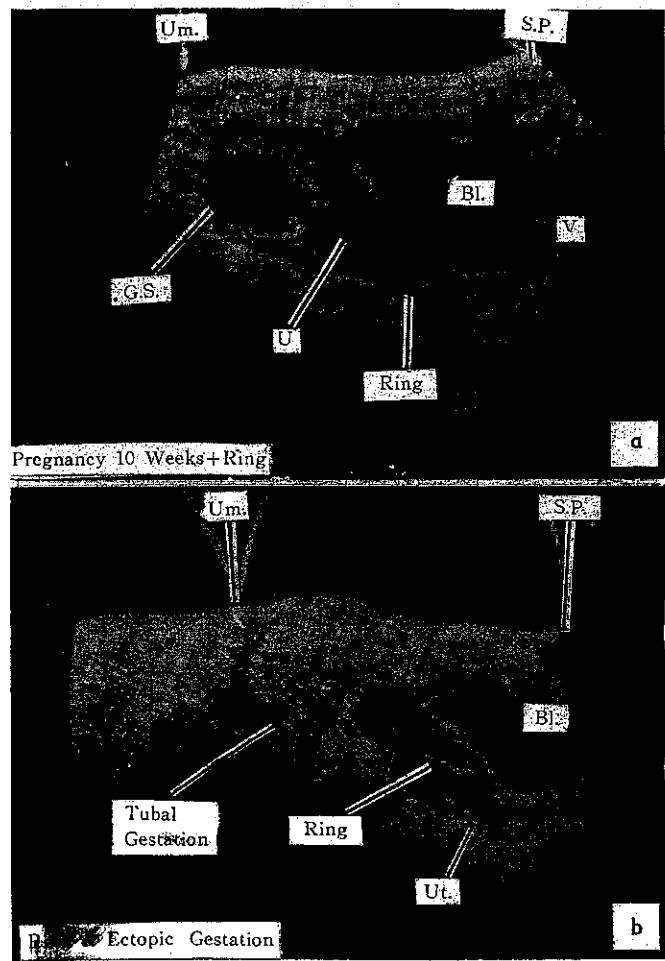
Sonograms showing coexistence of an early gestation and an Ota ring. (a) an Ota ring located far below the gestation sac; (b) a tubal gestation coexisting with an Ota ring in utero.
